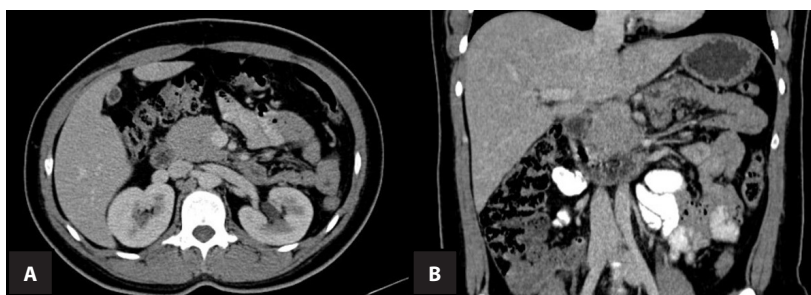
TC helicoidal de abdomen, con contraste oral y endovenoso. Corte axial (A) y corte coronal (B) en fase venosaportal. Se evidencian cambios postquirúrgicos consistentes con una esplenopancreatectomía corpo-caudal. La cabeza pancreática se encuentra preservada. No se evidencian restos tumorales o recidivas, ni lesiones metastásicas intraabdominales ni adenopatías
